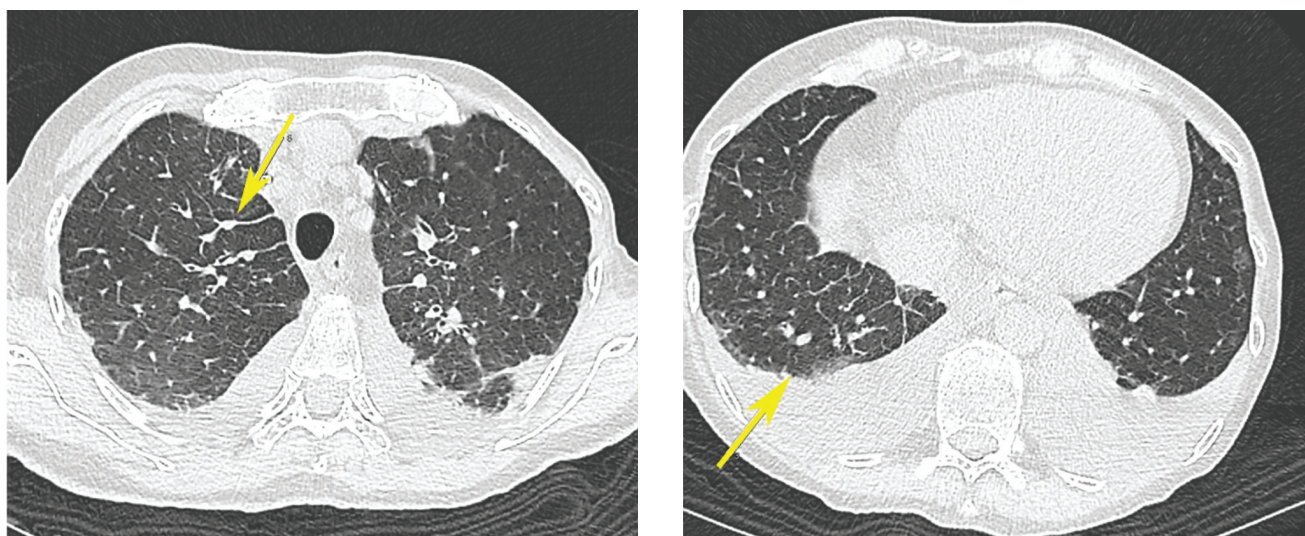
КТ ОГК больной С., аксиальные реконструкции в легочном окне. Слева – акцент «линий Керли» в верхней доле правого легкого – признак интерстициального отека (стрелка). Справа – увеличение уровня жидкости в правой плевральной полости на месте ранее определявшегося «матового стекла» нижней доли (стрелка).
